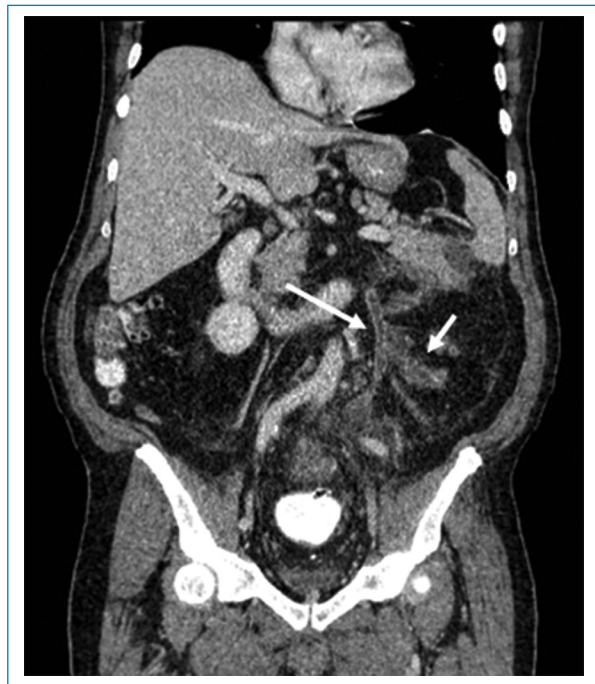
Reconstrucción coronal de TC de abdomen contrastada. Se visualiza una imagen hipodensa en el interior de la vena mesentérica inferior (flecha larga) y la vena cólica izquierda (flecha corta), asociado a un aumento de sus diámetros y marcados cambios inflamatorios de la grasa mesentérica periférica.
